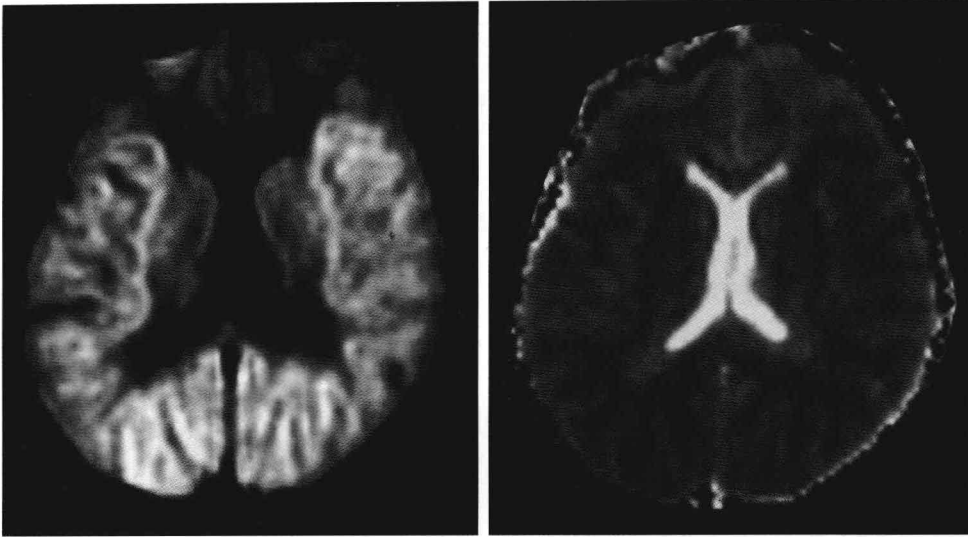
这是又一例双侧大脑半球皮质出现的广泛弥散受限，该患者 58 岁，因在院外出现室颤接受了心肺复苏术。心脏事件后 46 小时脑部 MRI 影像显示 DWI 序列（左）和 ADC 图（右）。
